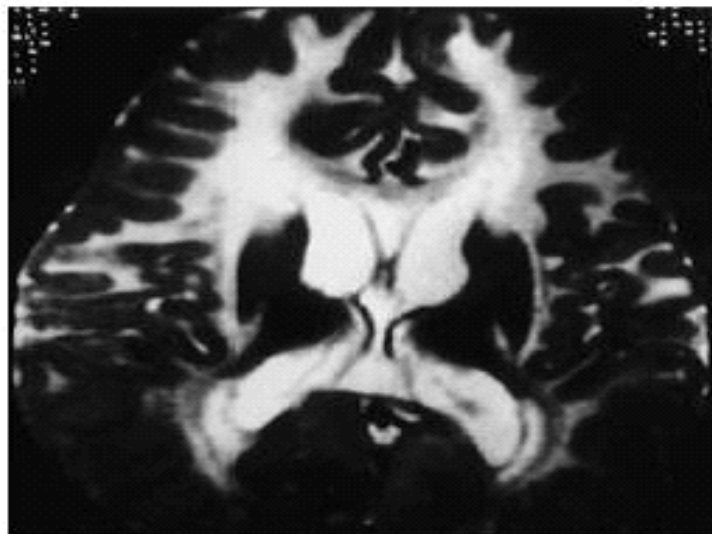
Maladie d'Alexander chez un garçon âgé de 5 ans. L'IRM cérébrale montre en T2 une démyélinisation symétrique au niveau de la SB du lobe frontal. Les capsules internes et externes et la SB pariétale sont également atteintes [106].
